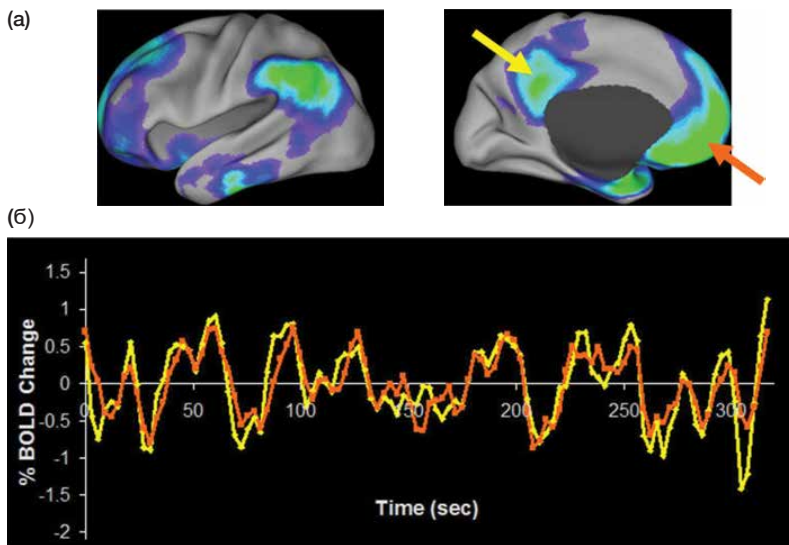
Сеть пассивного режима работы мозга. (а) Данные девяти исследований ПЭТ-визуализации, включавшие в себя различные поведенческие задачи, обобщили для получения латеральных и медиальных изображений активности мозга. Показания мозга были “завышены” компьютером, чтобы можно было увидеть активность в бороздах. Области мозга, окрашенные синим и зеленым, более активны в периоды пассивного покоя, чем во время решения поведенческих задач. (б) Медленные колебания активности мозга напрямую связаны с медиальной префронтальной и поясной корой (стрелки в (а)). Эти сканы фМРТ были выполнены, когда человек в состоянии покоя фокусировал зрение на маленьком кресте на дисплее. (Источник: [Raichle et al., 2007, fig. 1])
